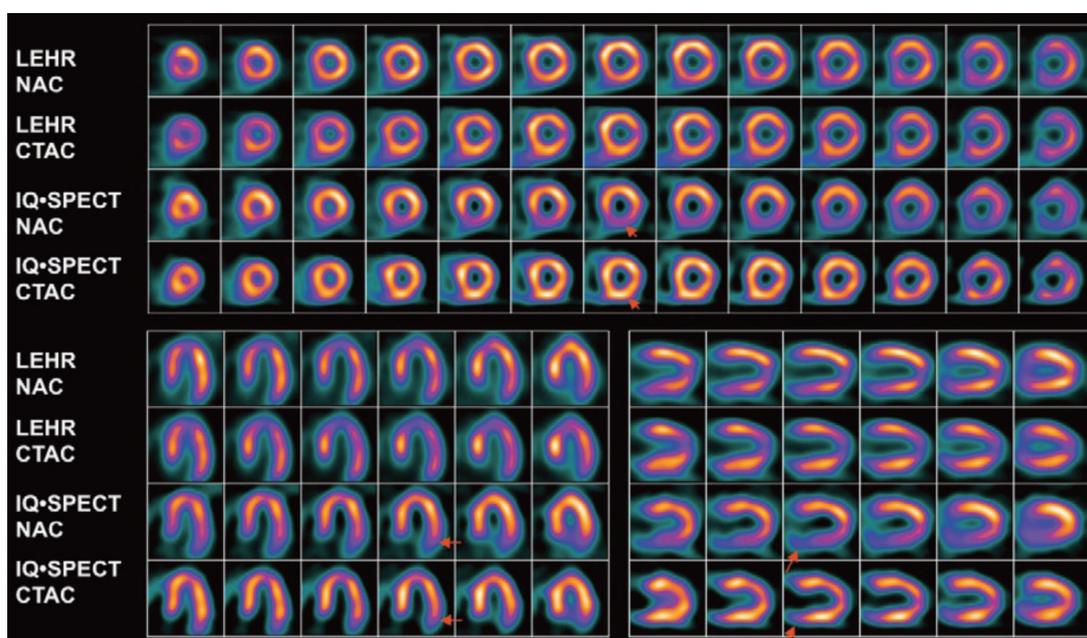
正常者の^{99m}Tc-MIBI 心筋負荷血流検査における LEHR および IQ SPECT の比較 (^{99m}Tc-MIBI 20mCi 投与、LEHR 収集プロトコール: 24 秒 / フレーム 計 32 フレーム (収集時間 14 分)、IQ SPECT 収集プロトコール: 9 秒 / フレーム 計 17 フレーム (計収集時間 4 分))
